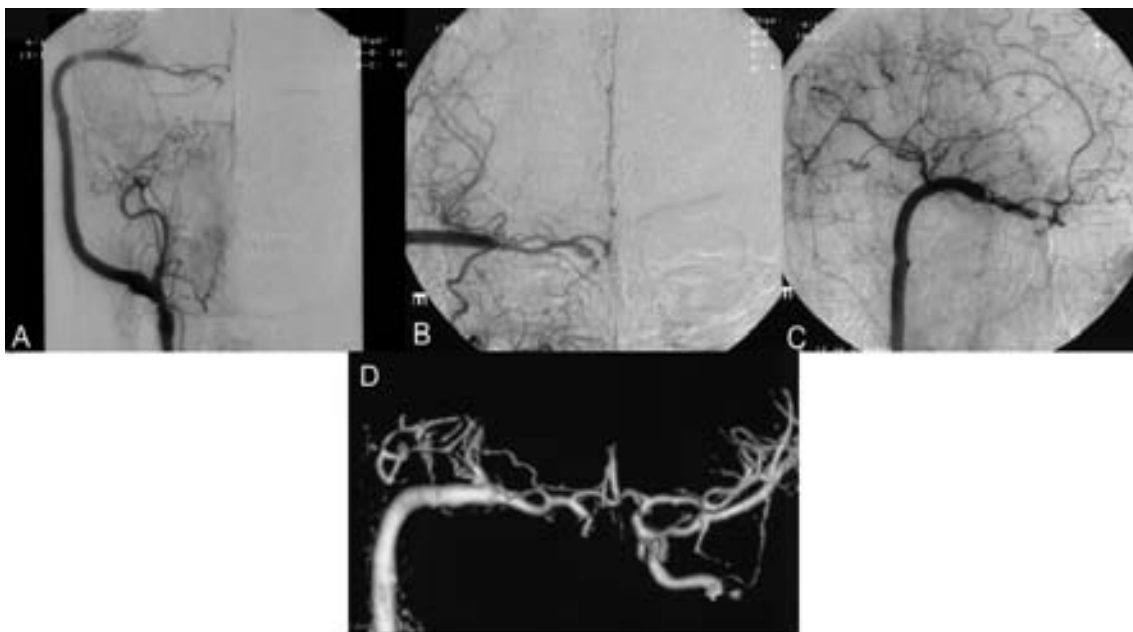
Angiografía* postquirúrgica con inyección en carótida común derecha en proyección anteroposterior (A), lateral (B) y oblicua (C) que muestra adecuado relleno de la circulación del hemisferio derecho a través del *bypass* con disminución del relleno del aneurisma. *Angio-RM* ocho meses después (D) en la que se observa patencia del *bypass*, con resolución de la dilatación carotídea.
